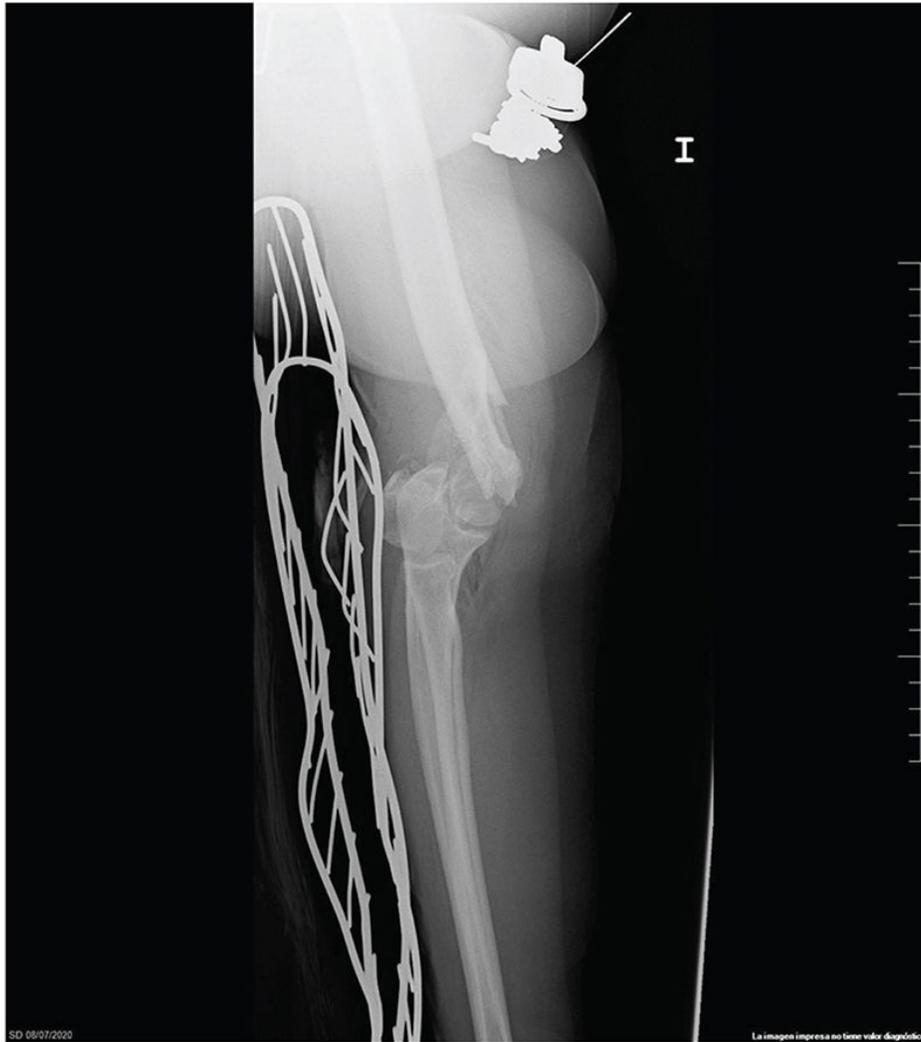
Radiografía lateral de codo: fractura supracondílea de húmero.
